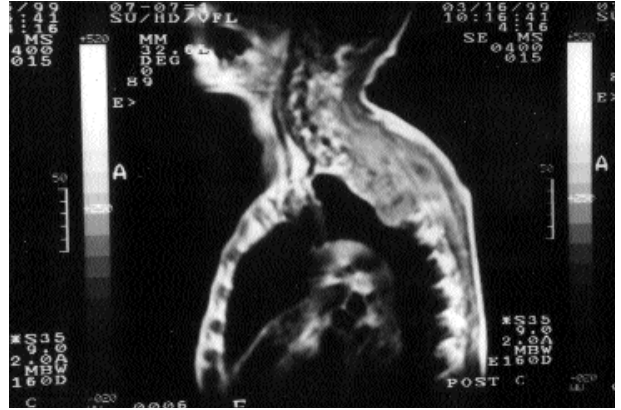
Toraks BT'de saptanan intra ektratorasik yerleşimli solid kitle.
